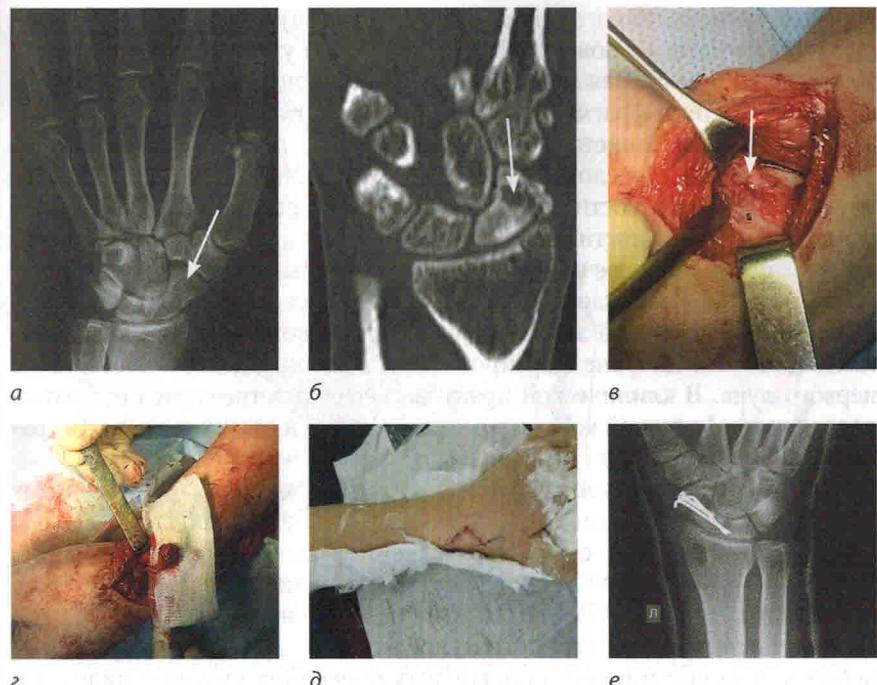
Пациент, 16 лет, с псевдоартрозом ладьевидной кости левого запястья: *а* — рентгенограмма лучезапястного сустава в прямой проекции; *б* — фронтальный срез компьютерной томограммы; *в* — интраоперационная картина, зона псевдоартроза обозначена стрелкой; *г* — костный аутотрансплантат из дистального метаэпифиза лучевой кости на сосудистой «ножке»; *д* — вид ушитой операционной раны; *е* — контрольная рентгенограмма лучезапястного сустава на 8-е сутки после операции
